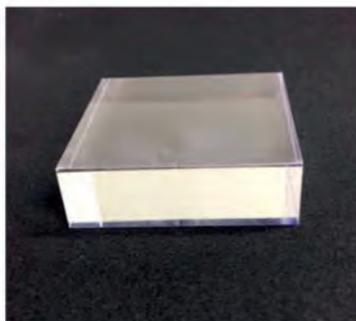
Izquierda: Bloque centelleador monolítico. Derecha: Inserto PET MINDView. La imagen muestra la electrónica de los detectores.
